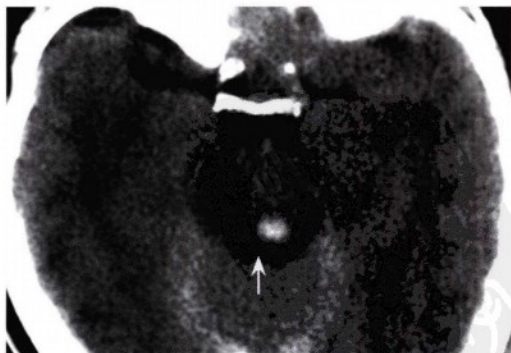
轴位CT显示滑车神经核层面上左侧中脑背侧的一个小血肿, 邻近中脑导水管 (箭头)。该病变未损伤脑干周边, 符合脑干背外侧出血性剪切损伤。注意沿小脑幕的高密度为小脑幕硬膜下血肿, 而创伤后脑肿胀和少量外伤性蛛网膜下腔出血导致脑沟消失征象。
